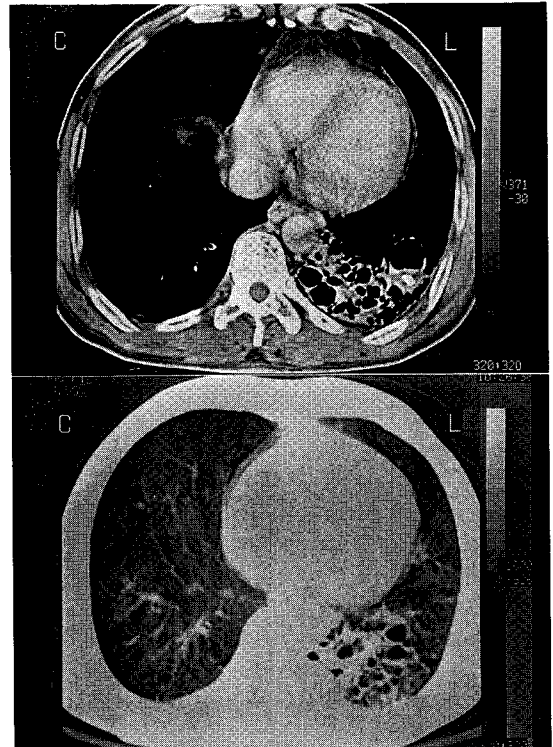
Chest CT scan reveals multiple cystic bronchiectasis with a few internal air-fluid level in left lower lobe.
